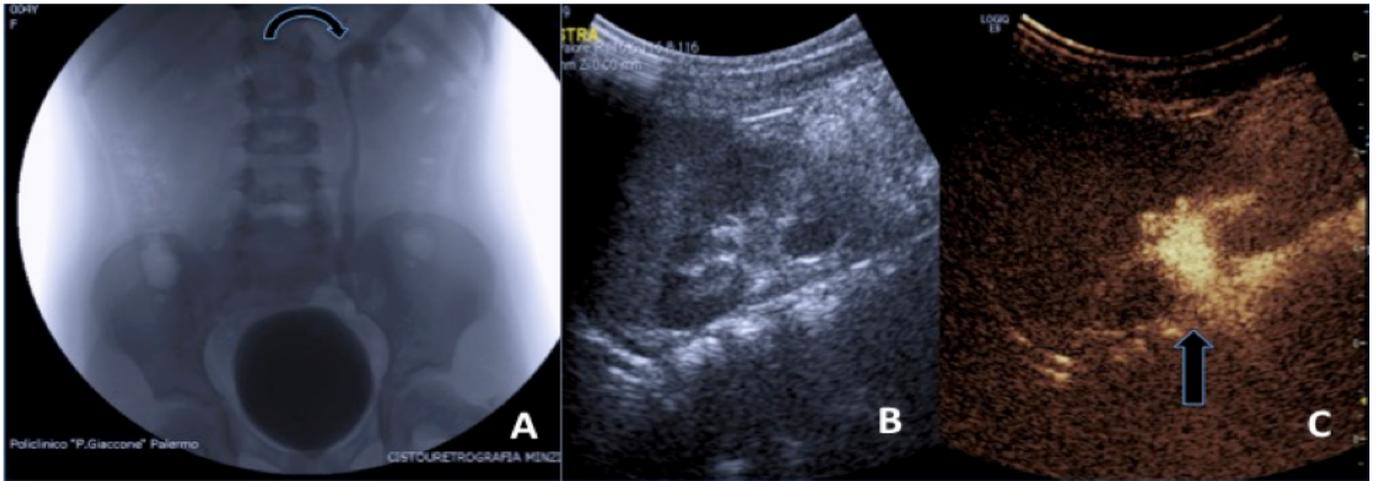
A. Cistourethrografia minzionale evidenzia VUR di II grado del rene sinistro (freccia curva). B. Immagine ecografica convenzionale mostra la pelvi renale sinistra prima dell'introduzione del mdc sonografico nella vescica C. scansione ecotomografica longitudinale, con software dedicato, mostra reflusso nel sistema calico-pielico di sinistra (freccia nera).
